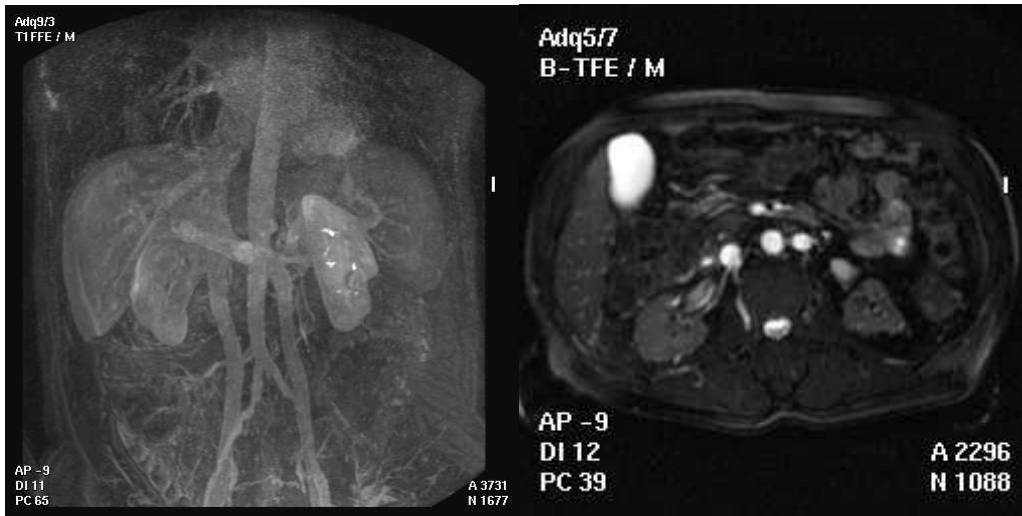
a) Angio-RM en plano coronal donde se visualiza en su totalidad el recorrido de la vena cava doble. En la fig b) se muestra un plano axial dónde se ven las dos cavas a los dos lados de la Aorta.
